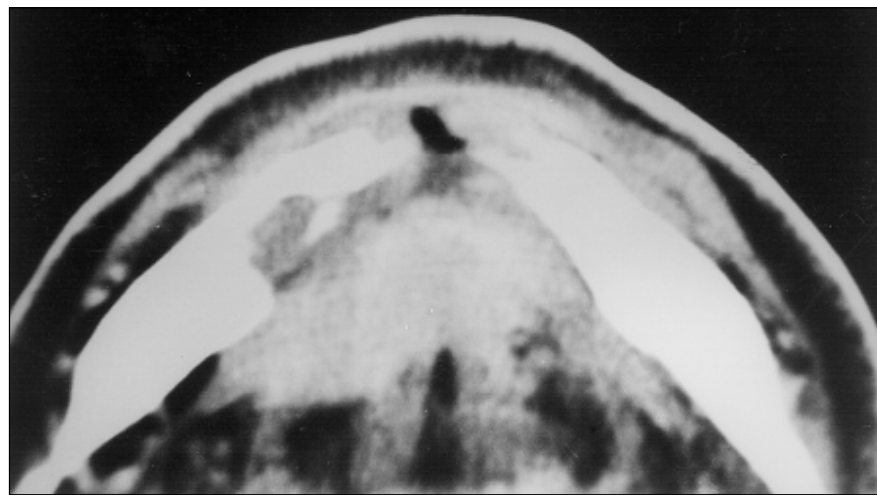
Corte axial de tomografia computadorizada. Extenso carcinoma da porção anterior do soalho da boca. Note-se erosão grosseira do segmento mentoniano da mandíbula.
